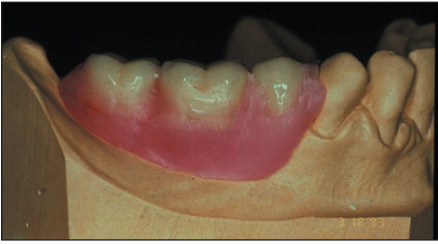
Röntgen-Referenzschiene mit Kugeln
